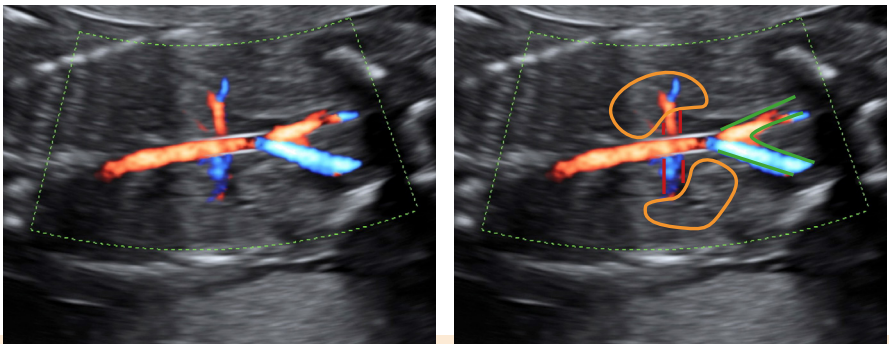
Corte coronal a nivel renal donde se observa la vascularización renal aplicando el Doppler color. Las arterias renales (rojo) salen de la aorta para irrigar a los riñones (naranja). La arteria aorta se bifurca más caudalmente en las dos arterias ilíacas (verde).
